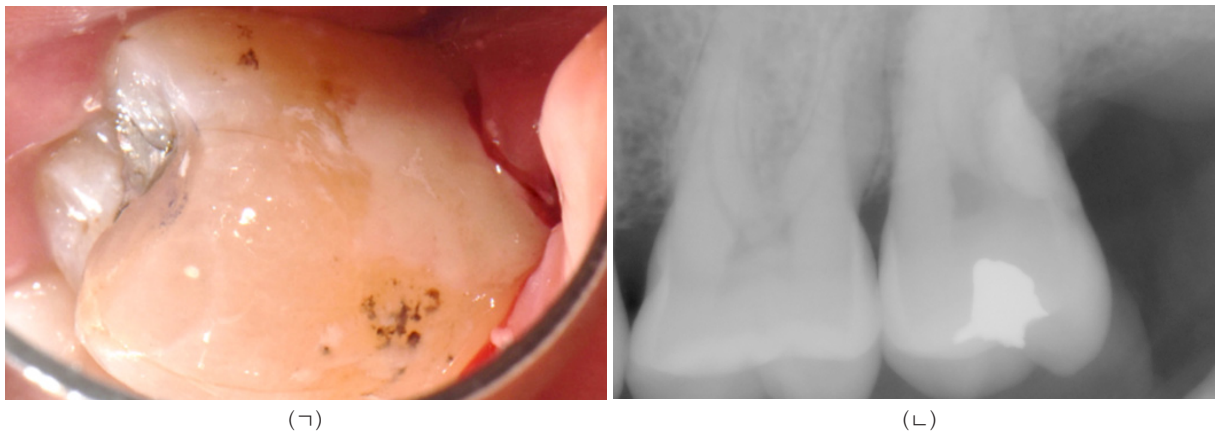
RMGI 수복 이후 #27 치아의 (A) 임상 사진 및 (B) 치근단 방사선 사진.
